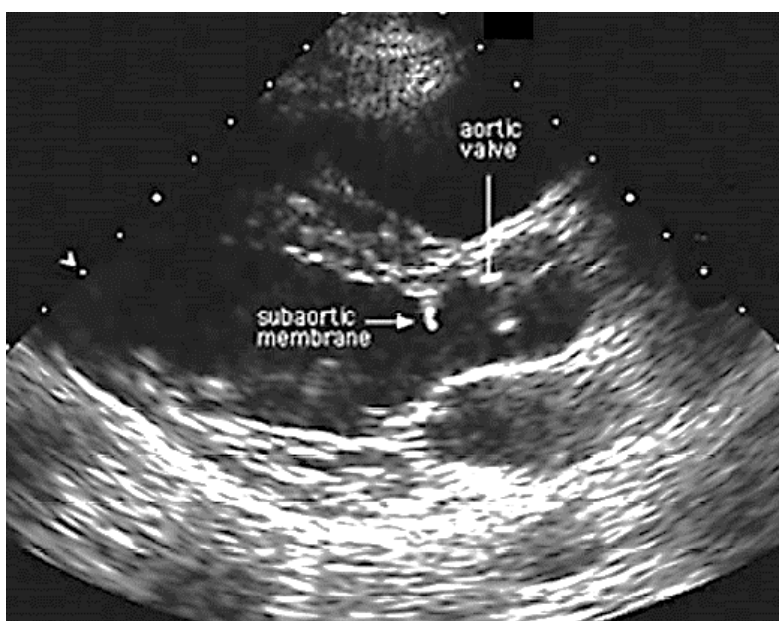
Двухмерная эхокардиография.
